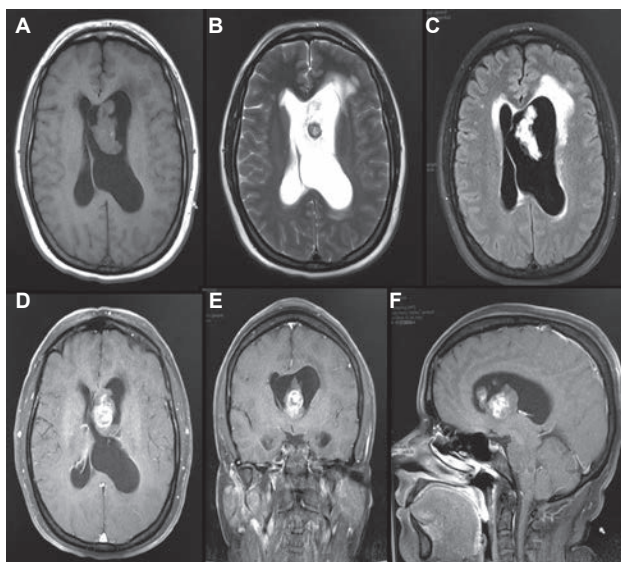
(A) Lesión isointensa en T1, sécil y de bordes regulares de localización intraventricular dependiente del *septum pellucidum*. (B) En T2, lesión hiperintensa, heterogénea, con un centro hipointenso. (C) En secuencia FLAIR, lesión hiperintensa intraventricular y el edema transependimario. (D, E y F). Captación densa del medio de contraste, lo que nos traduce una gran vascularidad.
